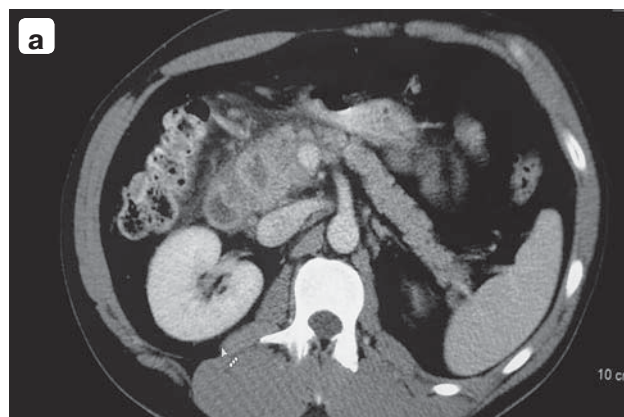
Компьютерные томограммы. Панкреонекроз с локализацией в головке ПЖ: а – 3-и сутки заболевания, в головке ПЖ видно множество гиподенсных зон до 19 мм, инфильтрация парапанкреатической и парадуоденальной клетчатки; б – состояние через 8 сут после стентирования ППЖ длинным перфорированным пластиковым стентом, видно уменьшение гиподенсных зон в головке ПЖ, уменьшение инфильтрации парапанкреатической и парадуоденальной клетчатки; в – состояние через 3 мес, 2-е сутки после удаления стента, видна нормальная ПЖ, небольшой кальцинат в головке органа.
